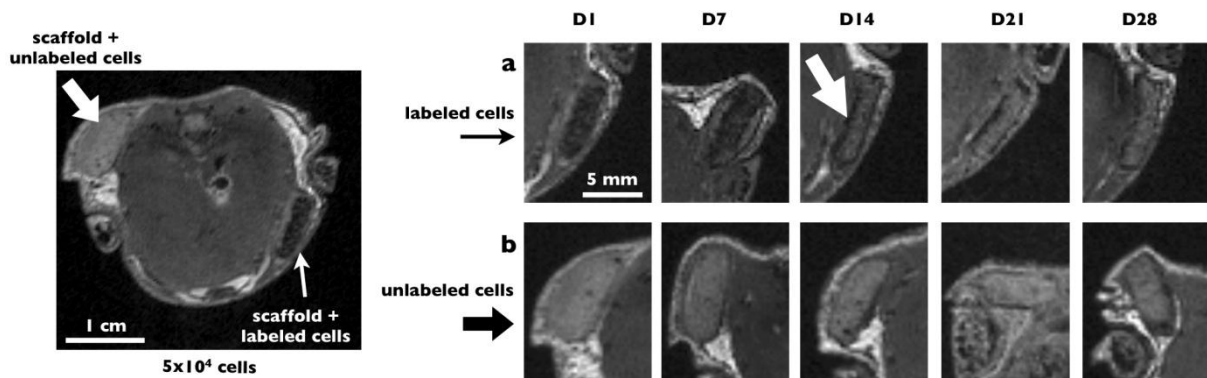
In vivo* MR imaging of scaffolds loaded with 5×10^4 labelled (a) or unlabelled hADSCs (b) per 20 mm^3 disk at different times (days 1, 7, 14, 21 and 28) after implantation. On the left, macroscopic MR images obtained at D1 showing both scaffold loaded with labelled and unlabelled cells seeded with 5×10^4 . The arrows indicate the position of the scaffold with labelled (small arrow on the right) and unlabelled cells (large arrow on the right). Images were obtained at 4.7 T with a T2*-gradient echo sequence.
